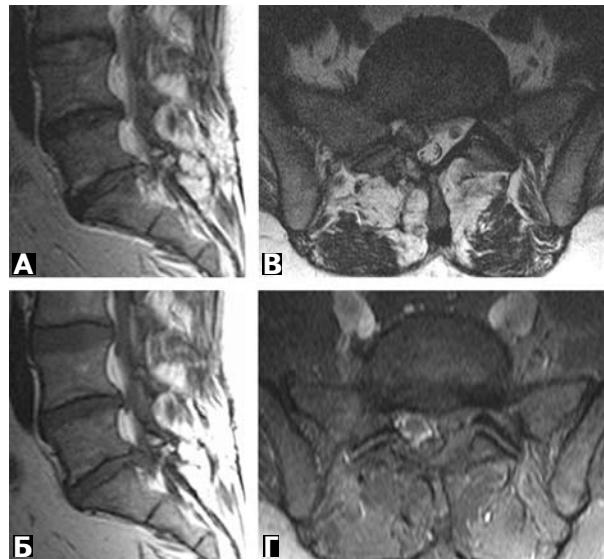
Хворий ІІІ., 34 роки. Стан після видалення задньої парамедіанної грижі міжхребцевого диска L_v–S₁ праворуч. МРТ у зв'язку з припущенням про рецидив грижі. На нативних T2-зважених зображеннях в сагітальній (А), аксіальний (В) проекціях та T1-зважених зображеннях в сагітальній проекції (Б) в латеральній кишенні на рівні L_v–S₁ праворуч візуалізується вогнище помірно гіперінтенсивного на T2- та ізоінтенсивного матеріалу диска на T1-зважених зображеннях МР сигналу. Після внутрішньовенного введення контрастного препарату на основі Gd-ДТПА накопичення його у вогнищі не спостерігали, що видно на T1-зважених зображеннях з усуненням МР сигналу від жиру в аксіальний проекції (Г); контрастний препарат накопичувався епідуральною клітковиною навколо вогнища. Висновок: рецидив задньої парамедіанної грижі міжхребцевого диска L_v–S₁ праворуч.
